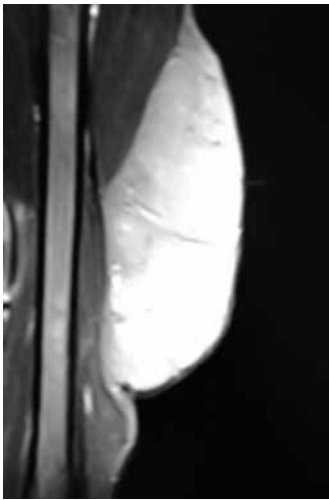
Tumor en brazo imagen RMN plano coronal.
